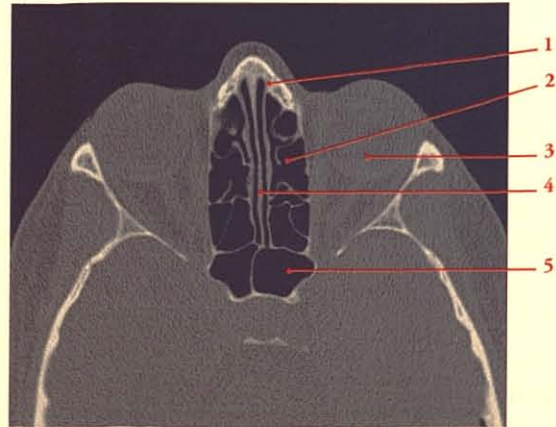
Coupe TDM transversale de la face (cliché Dr T. Diesce)
